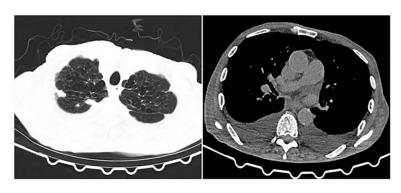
患者胸部 CT 示双肺弥漫肺气肿、多发肺大泡(2019年4月29日)
